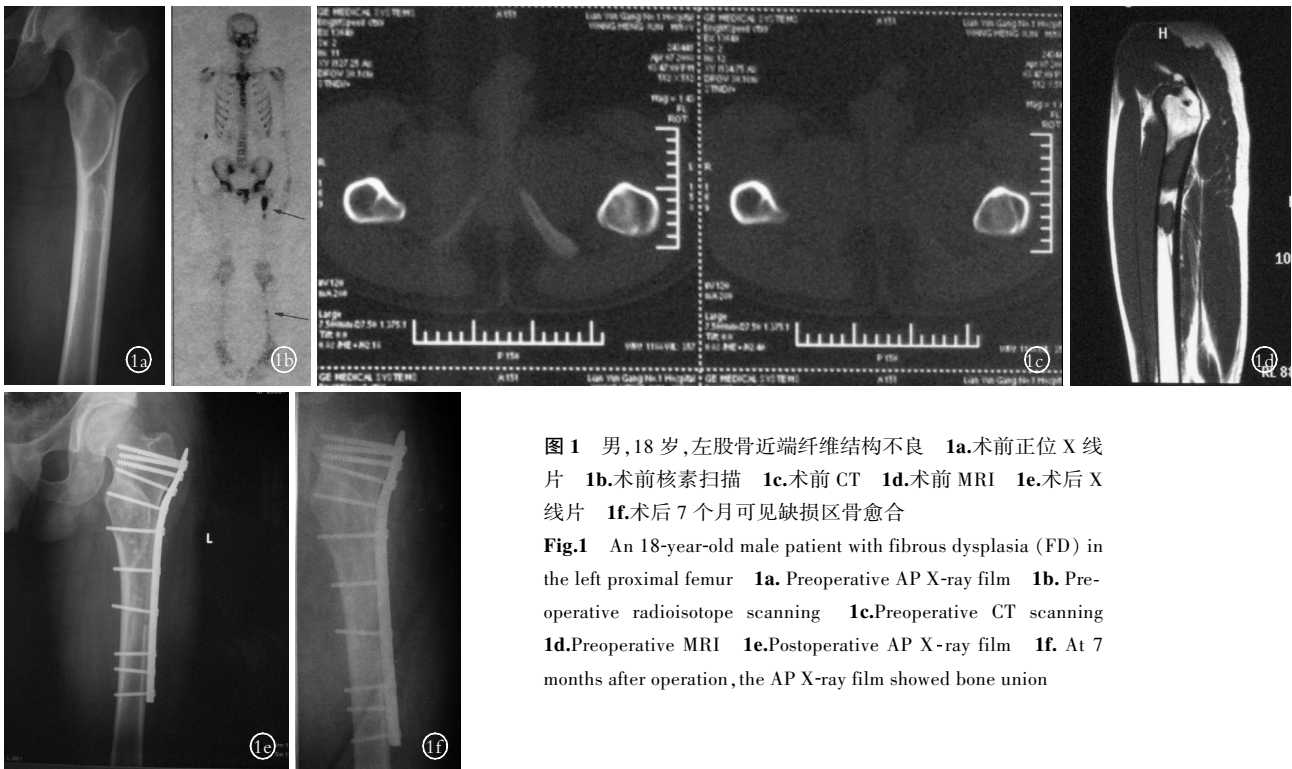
男,18 岁,左股骨近端纤维结构不良 1a.术前正位 X 线片 1b.术前核素扫描 1c.术前 CT 1d.术前 MRI 1e.术后 X 线片 1f.术后 7 个月可见缺损区骨愈合
